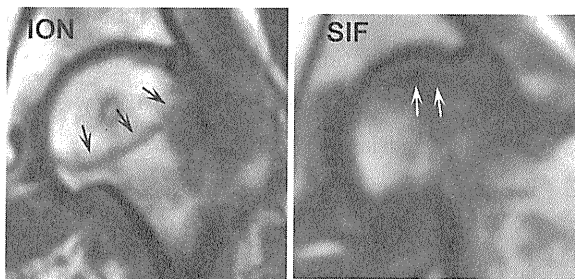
(MRI T1 強調像): ION 例は、末梢凸で滑らかな骨頭全周に至る低信号バンドを呈している(矢印)。SIF 例では、中枢凸の途絶した低信号バンドを認める(矢印)。
